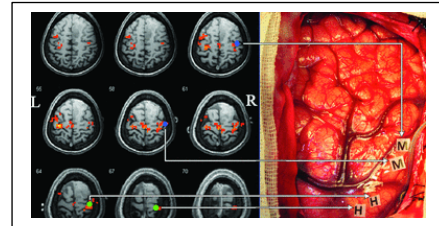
Ejemplo de cirugía guiada por RM funcional intraoperatoria.
